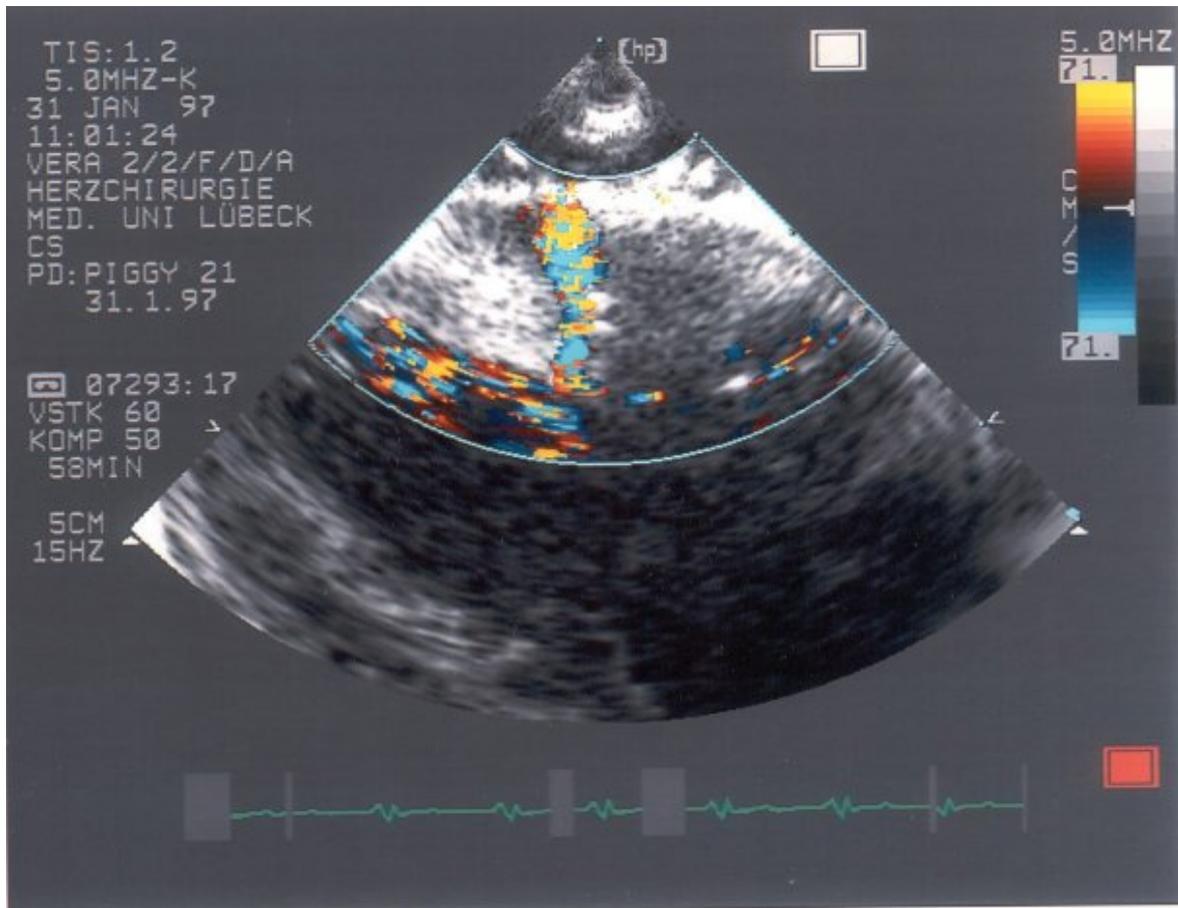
echokardiographische Darstellung der Myokardpenetration
